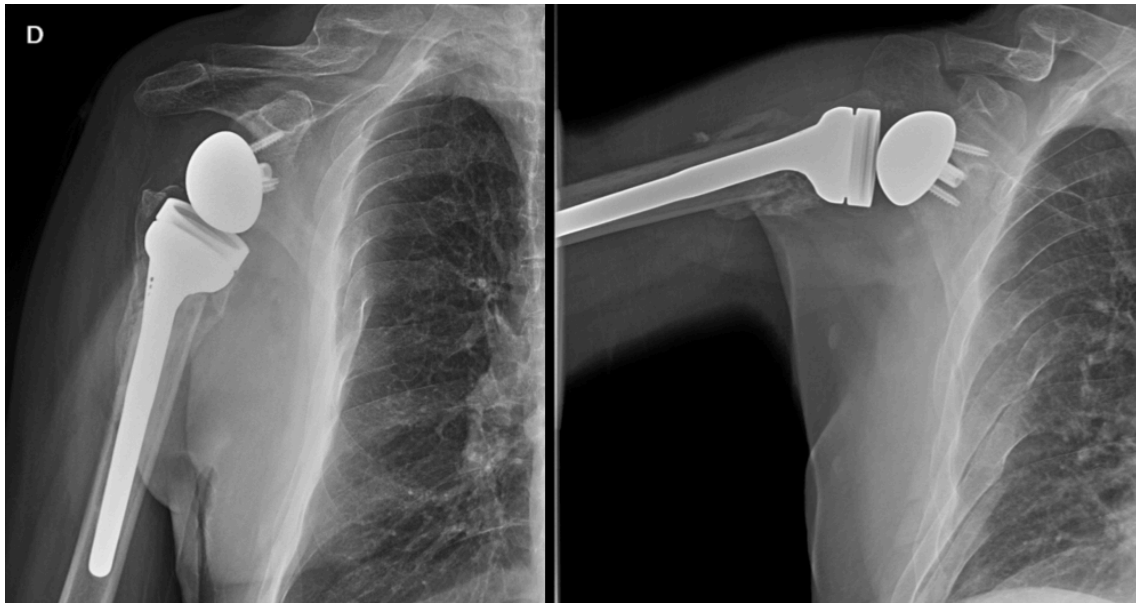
Radiografía AP glenohumeral y axilar correspondiente con el control a los 12 meses de un paciente perteneciente al grupo de tratamiento mediante artroplastia total inversa de hombro. En él se aprecia correcta posición de los componentes, sin áreas de lucencia perimplante, ausencia de muesca escapular y consolidación de las tuberosidades.
